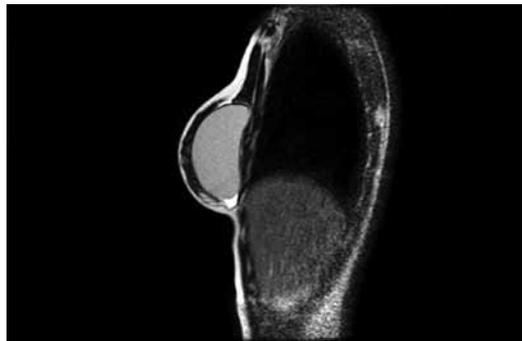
Ressonância nuclear magnética de mama operada com a técnica demonstrando interrupção do músculo peitoral maior e cobertura do pólo superior da prótese pelo mesmo.
